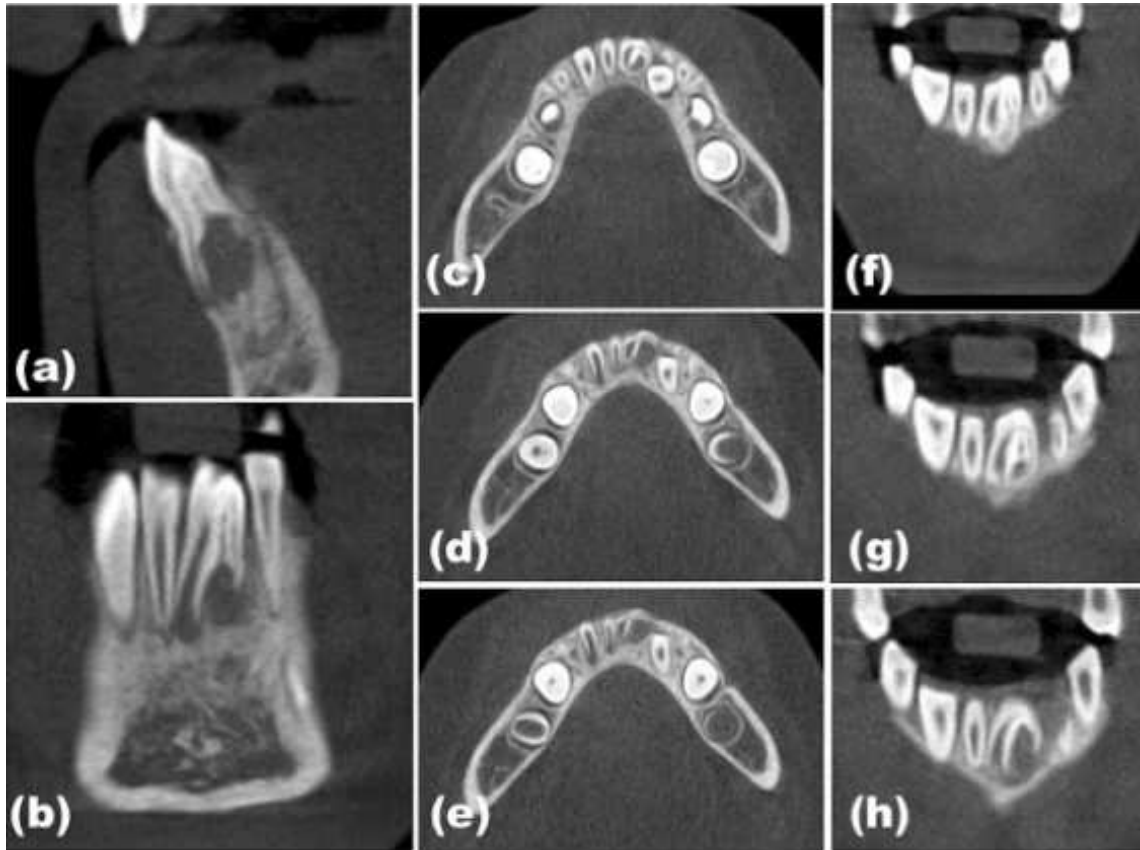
Images tirées du CBCT en coupe sagittale(a), coupes frontales (b)(f)(g)(h), et coupes axiales (c)(d)(e). [37]
